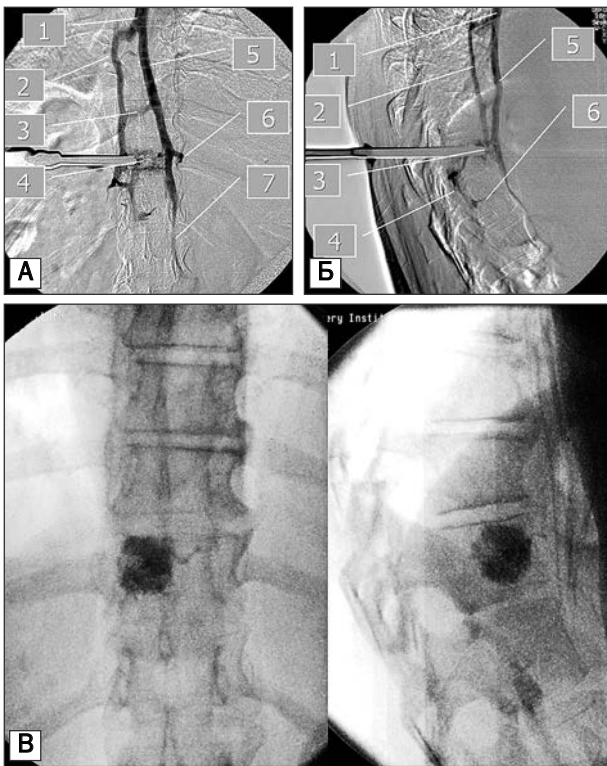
Гемангиома тела Th11 позвонка: А — веноспондилография перед выполнением вертебропластики. Прямой эпидуральный и системный дренаж тела: 1 — непарная вена; 2 — полунепарная вена; 3 — анастомотические вены; 4 — пятно контраста в теле позвонка; 5 — непарная вена; 6 — сегментарная вена; 7 — восходящая поясничная вена; Б: 1 — непарная вена; 2 — полунепарная вена; 3 — пятно контраста в теле позвонка; 4 — базивертебральная вена, дренирующая в передние продольные эпидуральные вены; 5 — непарная вена; 6 — сегментарная вена; В — рентгенография во время вертебропластики костным цементом с барием
